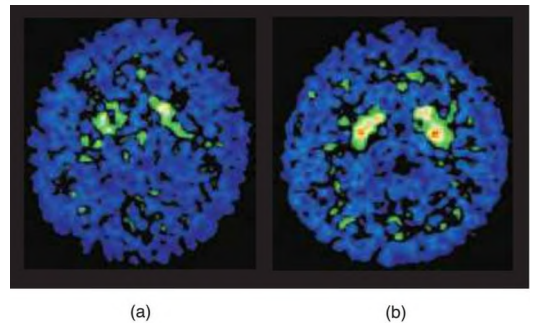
Tomografías por emisión de positrones de un paciente con síntomas parkinsonianos
